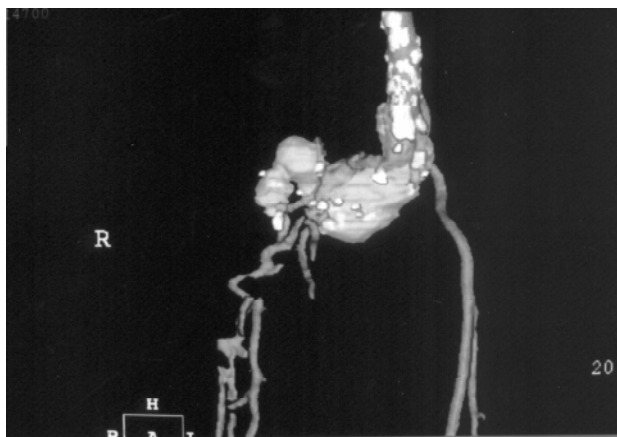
Angiotomografia mostrando aneurisma de artéria ilíaca comum direita.
